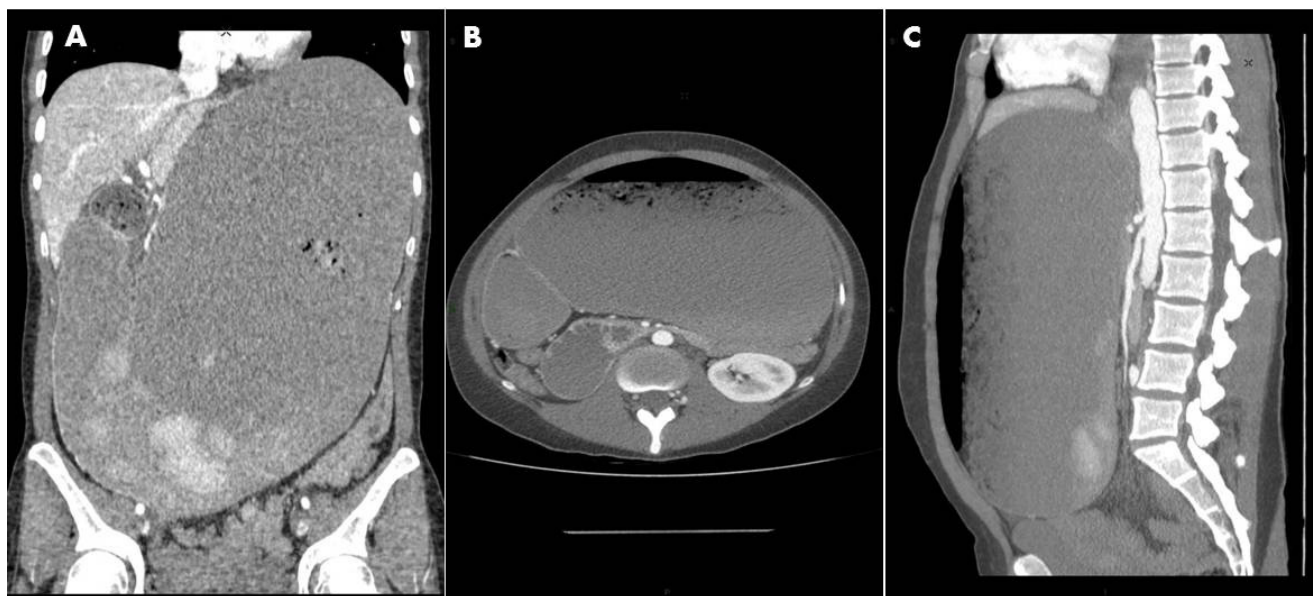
A. TC (coronal): Dilatación gástrica ocupando la mayor parte de la cavidad abdominal. B. TC (axial): estenosis duodenal con dilatación retrógrada gastroduodenal. C. TC (sagital): desplazamiento caudal de vísceras abdominales por la dilatación gástrica.
